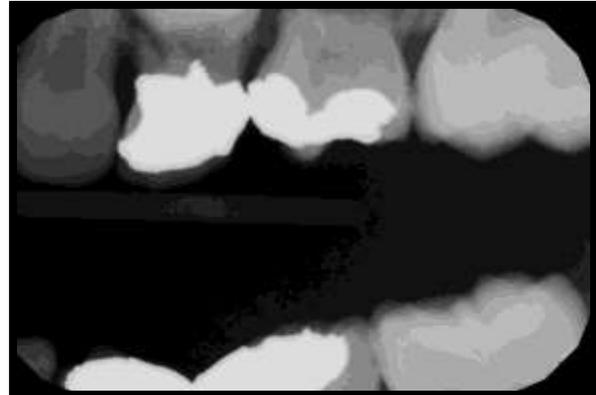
Radiografía de aleta de mordida del lado derecho..
